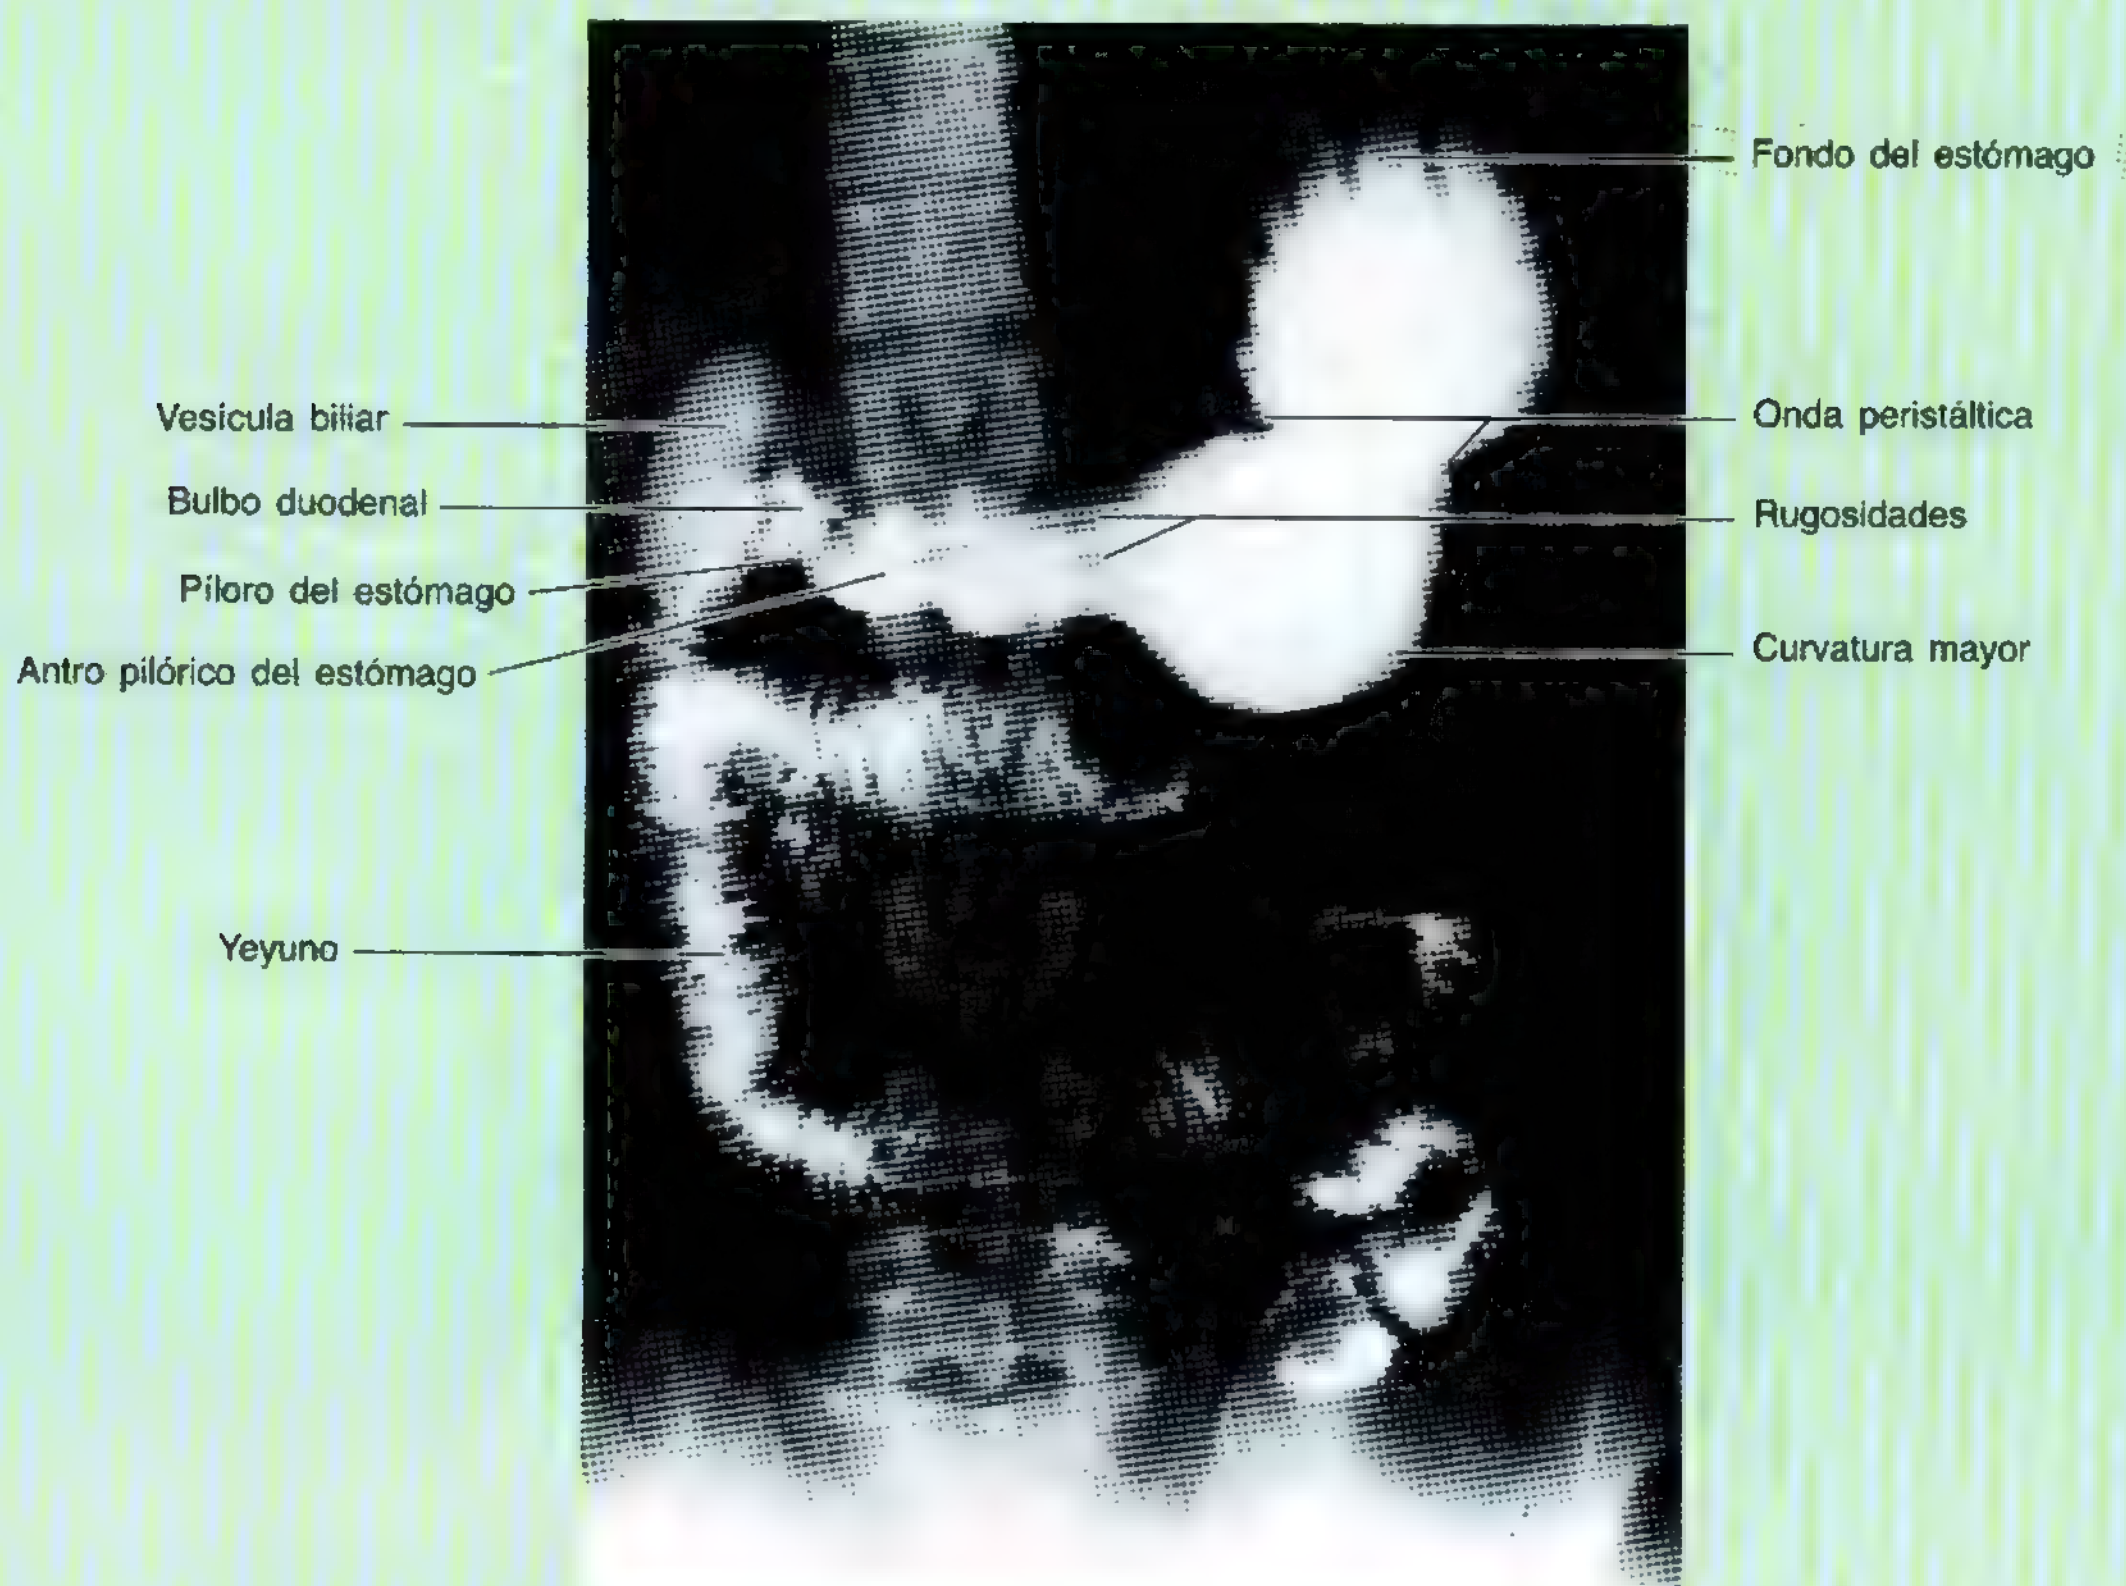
Radiografía del estómago, intestino delgado y vesícula biliar. Obsérvense los pliegues o rugosidades gástricas (pliegues longitudinales de la mucosa). Adviértase también la onda peristáltica que desplaza el contenido gástrico hacia el duodeno, íntimamente relacionado con la vesícula biliar. (Cortesía del Dr. J. Heslin, Toronto, Ontario, Canadá.)
